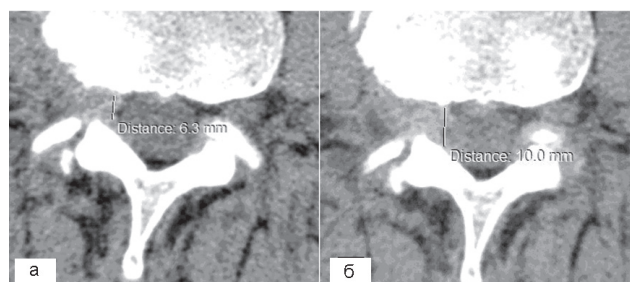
КТ диска  $L_{IV}-L_V$ : а — первое обследование; б — второе обследование (через 6 мес)
